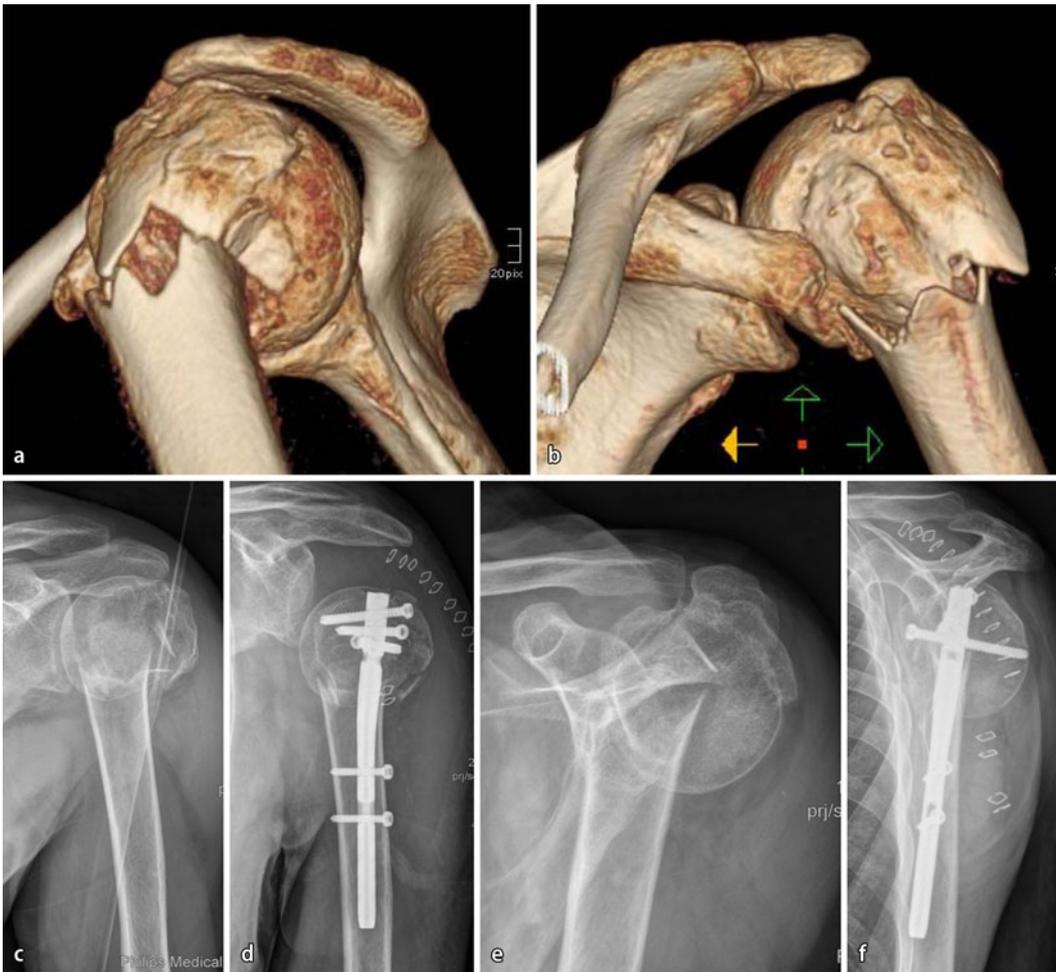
◀ 34-jähriger Mann, a,b präoperative Computertomographie in 3D-Rekonstruktion, c-f Röntgenbilder, c,e präoperativ, d,f postoperativ
